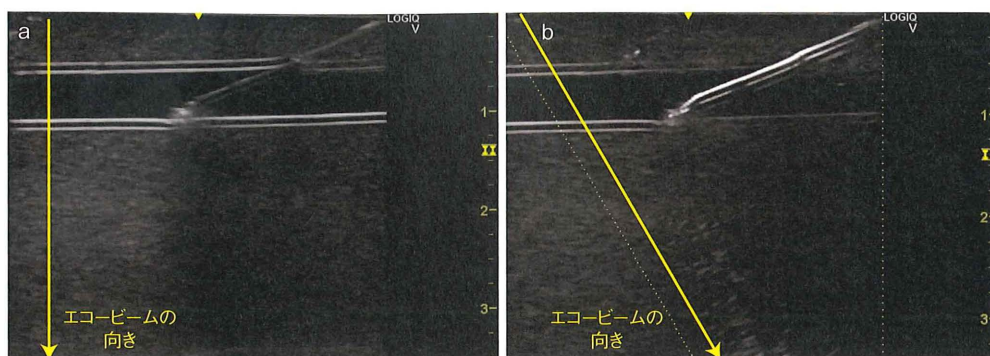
Bモードのエコービームのステアリング機能（Bステア）
